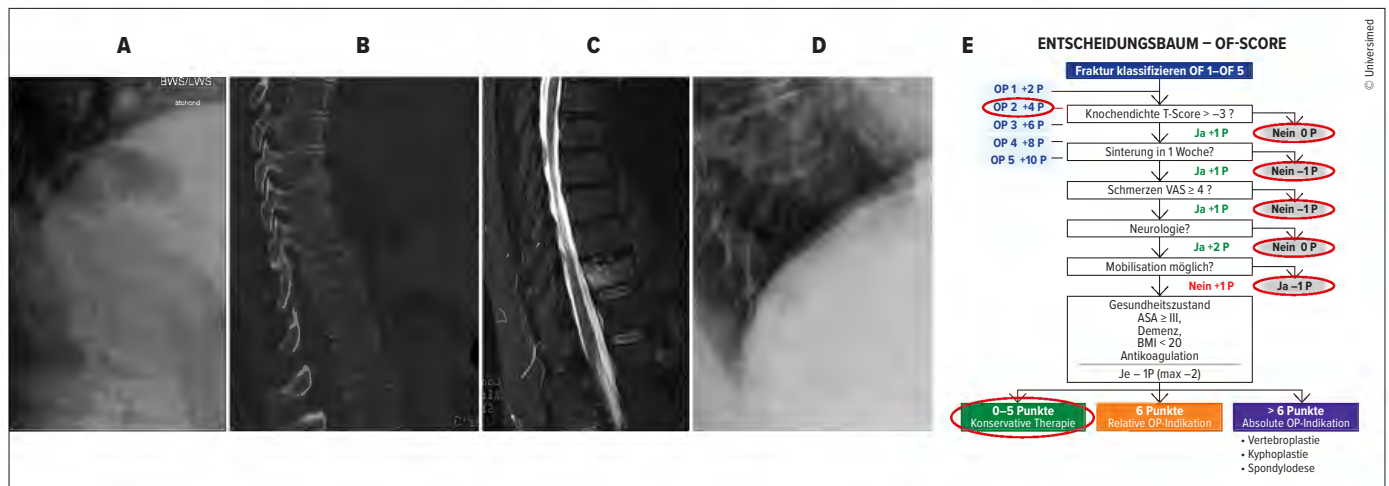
Bildgebung und Therapieentscheidung bei einer 57-jährigen Patientin mit osteoporotischer Deckplattenimpressionsfraktur Th11. (A) Initiales Röntgen im Stehen, (B) CT und (C) MRT mit Nachweis einer frischen Deckplattenimpressionsfraktur Th11. (D) Verlaufskontrolle nach zwei Wochen Keilstellung von 10°. (E) Aufgrund geringer Beschwerden, fehlender Progredienz und eines niedrigen OF-Scores erfolgte die konservative Behandlung
